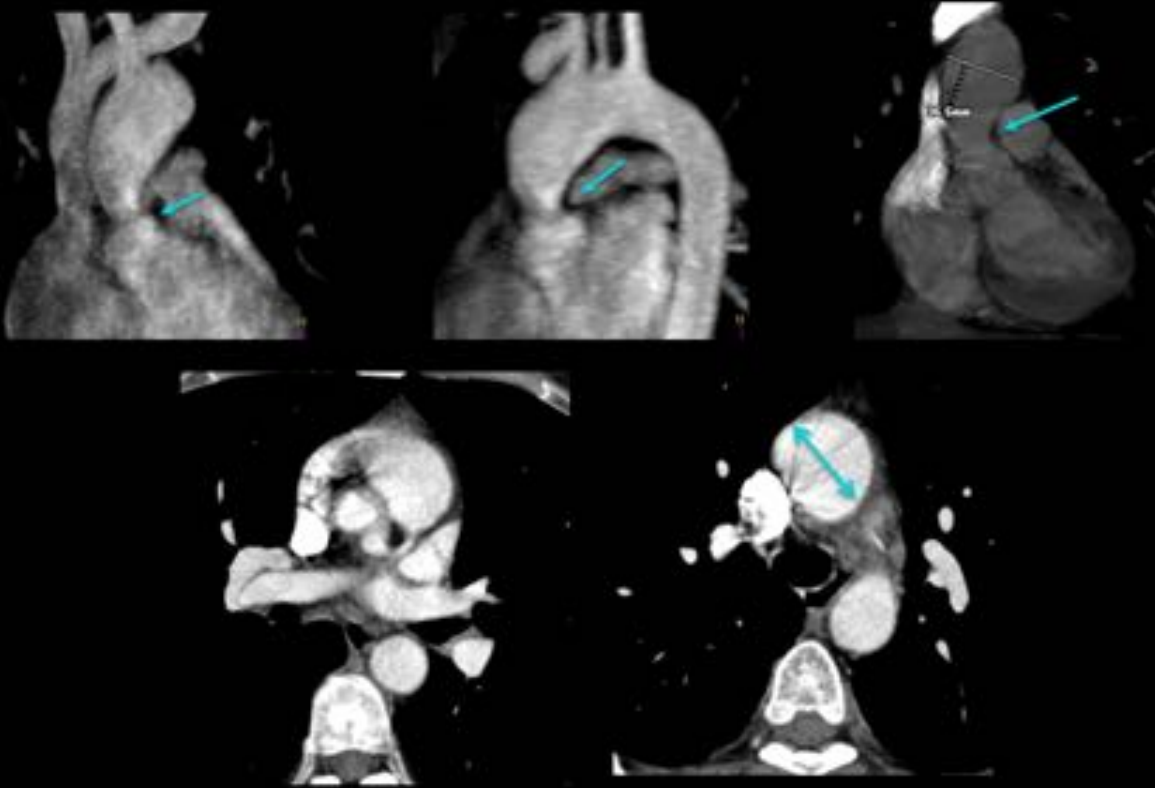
Angio RM MIP: estenosis por encima de los senos de Valsalva. TC: coronal y cortes axiales: cambio de calibre a la altura de la unión sinotubular debido a la estenosis y dilatación de aorta escendente próxima al cayado.
